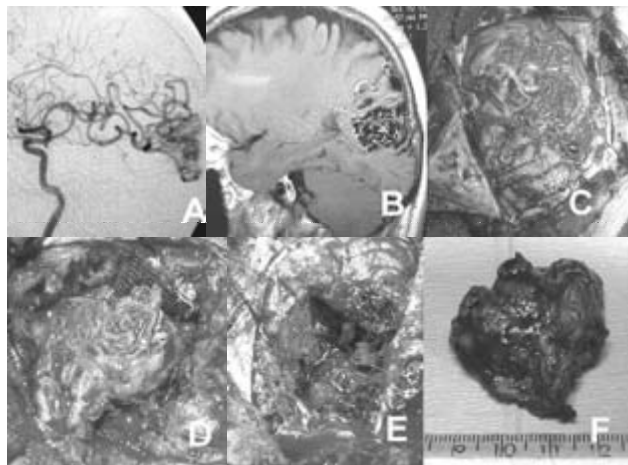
Caso demostrativo. A. La angiografía muestra una MAV alimentada por la arteria cerebral posterior a través de sus ramas parieto-occipital y calcarina. B. RM de la lesión. C. Exposición de la malformación a través de una craneotomía amplia. D. ataque periférico y disección circunferencial de la MAV. E. la MAV ha sido retirada del lecho quirúrgico el cual es inspeccionado cuidadosamente para detectar puntos de sangrado activo. F. Nido malformativo.
